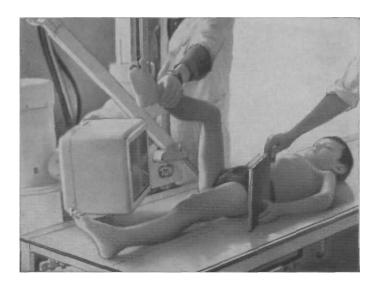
Боковая рентгенография по А. Х. Озерову.
